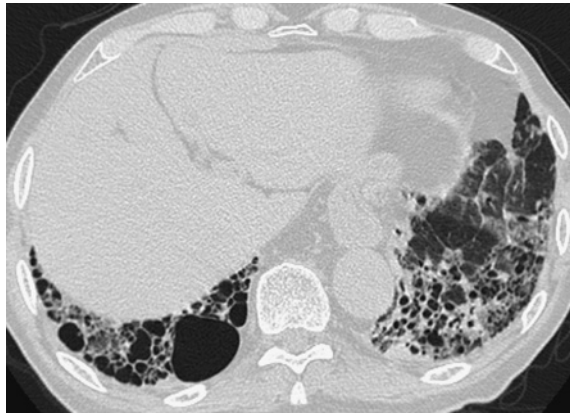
Chest CT scan after one month from admission. The consolidation in the left S¹⁰ had improved.
